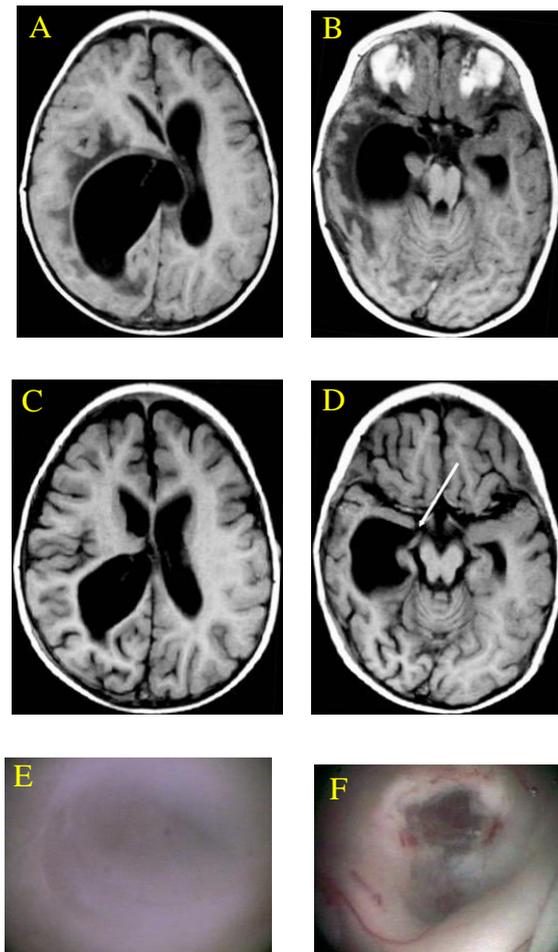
Ventriculostomía temporal. Astas temporal y occipital atrapadas después de la resección de un tumor intraventricular. A y B IRM T1 que muestra las astas occipital (A) y temporal (B) dilatadas. C y D muestran IRM en ponderación T1 obtenidas 8 meses después de la cirugía y disminución del tamaño ventricular y la fenestración (flecha). E y F Fotografías transquirúrgicas que muestran una visión neuroendoscópica de polo del asta temporal (E) y su fenestración (F) (42).
